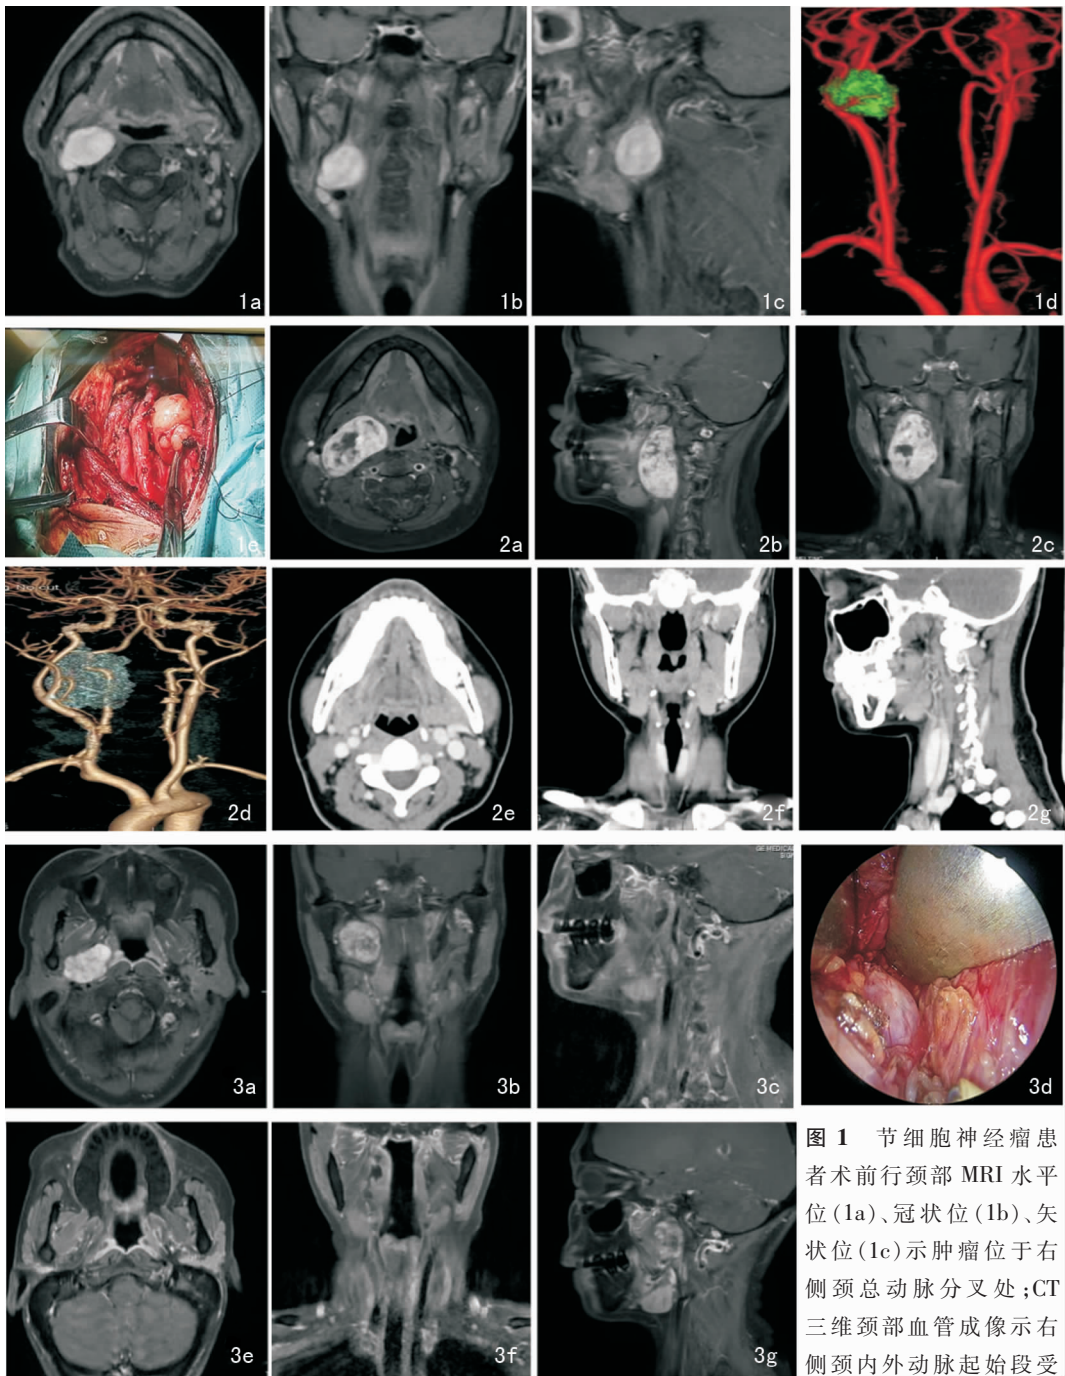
节细胞神经瘤患者术前颈部MRI水平位(1a)、冠状位(1b)、矢状位(1c)示肿瘤位于右侧颈总动脉分叉处;CT三维颈部血管成像示右侧颈内外动脉起始段受压移位,局部被包绕(1d);经颈入路显露瘤体(1e)
